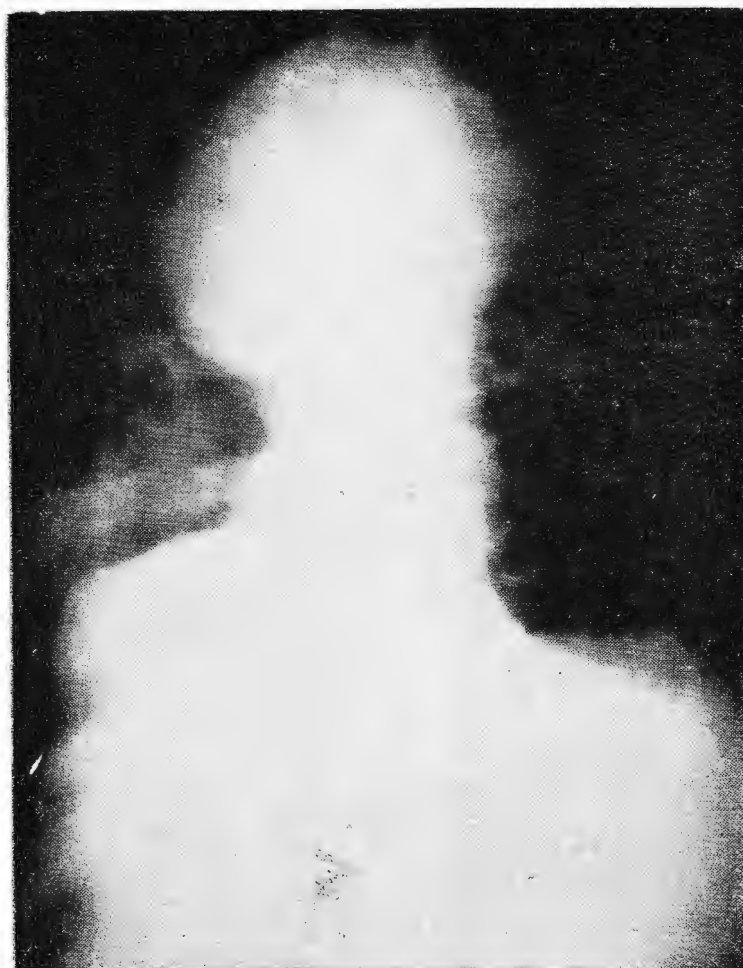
Radiografía del Mediastino. Aneurisma de la aorta, una dilatación en tórax y otra toraco abdominal. Radio en P. A.
